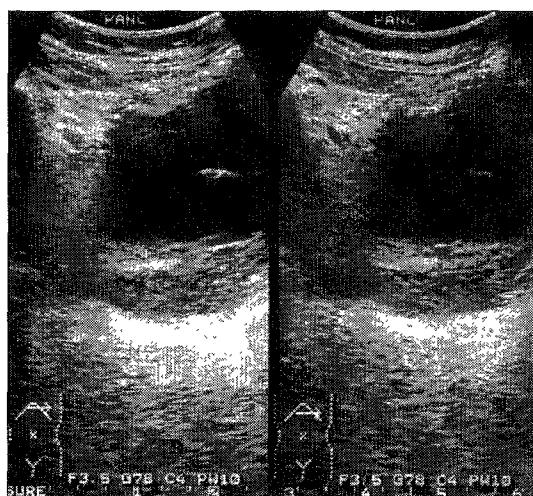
Abdominal ultrasonogram showed a huge cystic mass in the pancreatic tail. A septum was seen in the cystic lesion.
